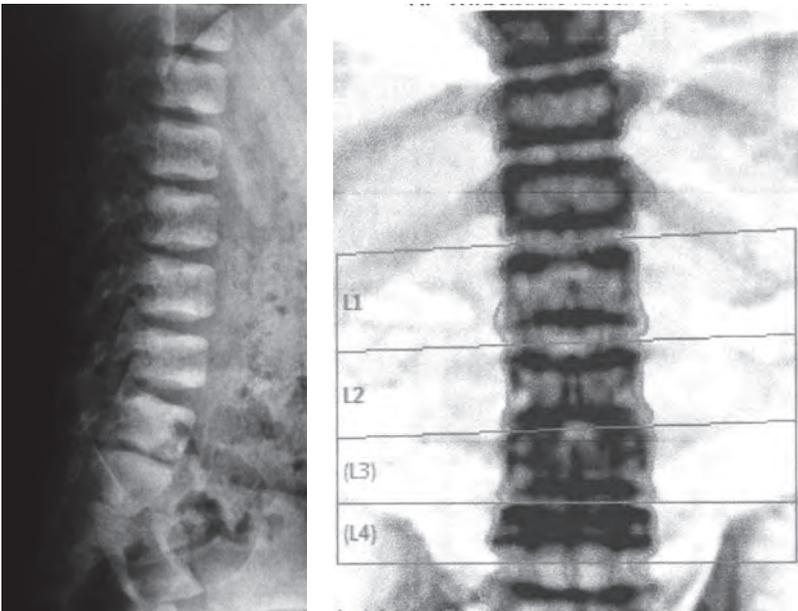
Röntgenbild der LWS seitlich mit Fluorose-Zeichen und DXA-Scan mit „Rugger Jersey“ Verdichtungen nach >5 Jahren Natrium-Fluorid
